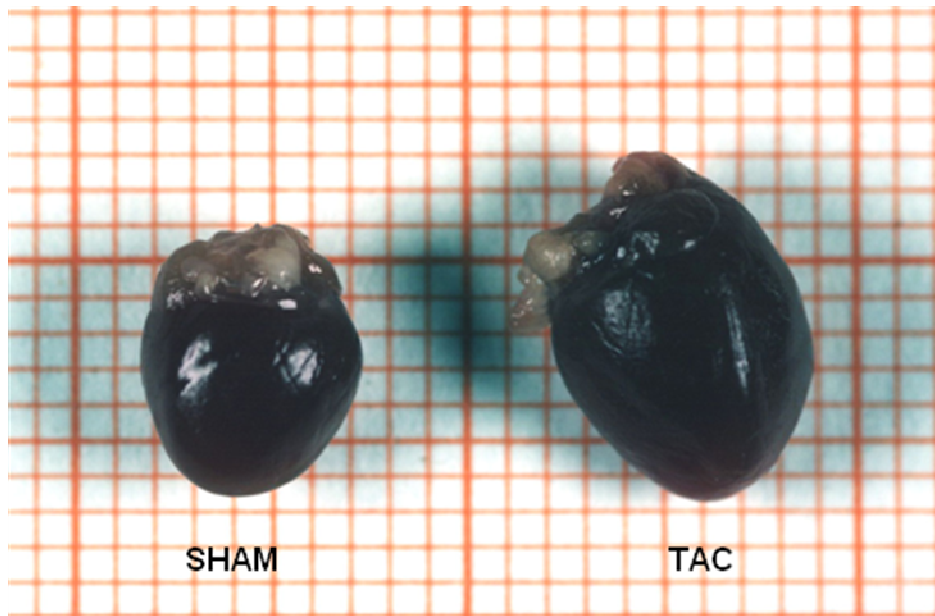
Druckinduzierte Myokardhypertrophie, C67/Bl6; thorakale Aortenligatur (TAC), 360 μ m, 21 Tagen, SHAM vs. TAC.
